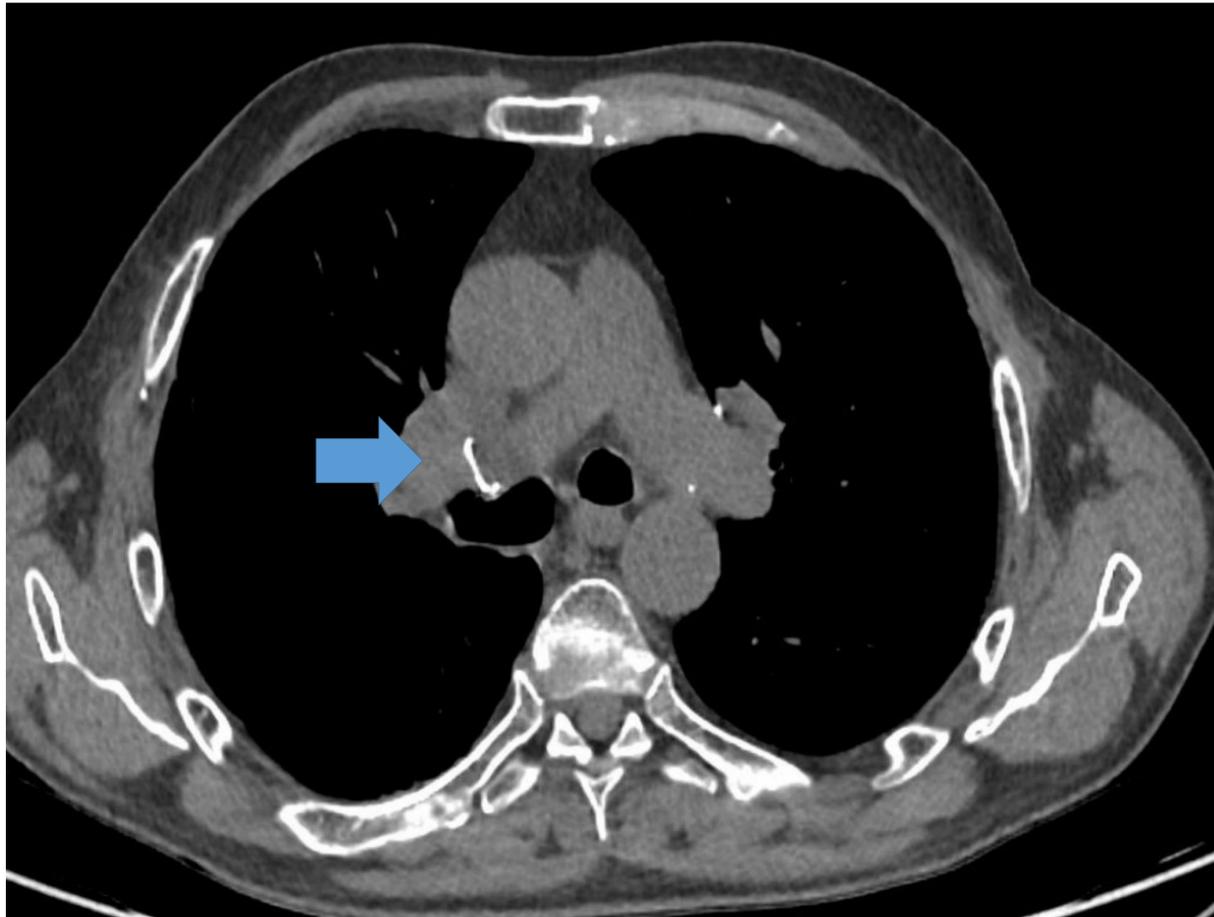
Imagen de TC donde se objetiva anastomosis de arterias pulmonares
